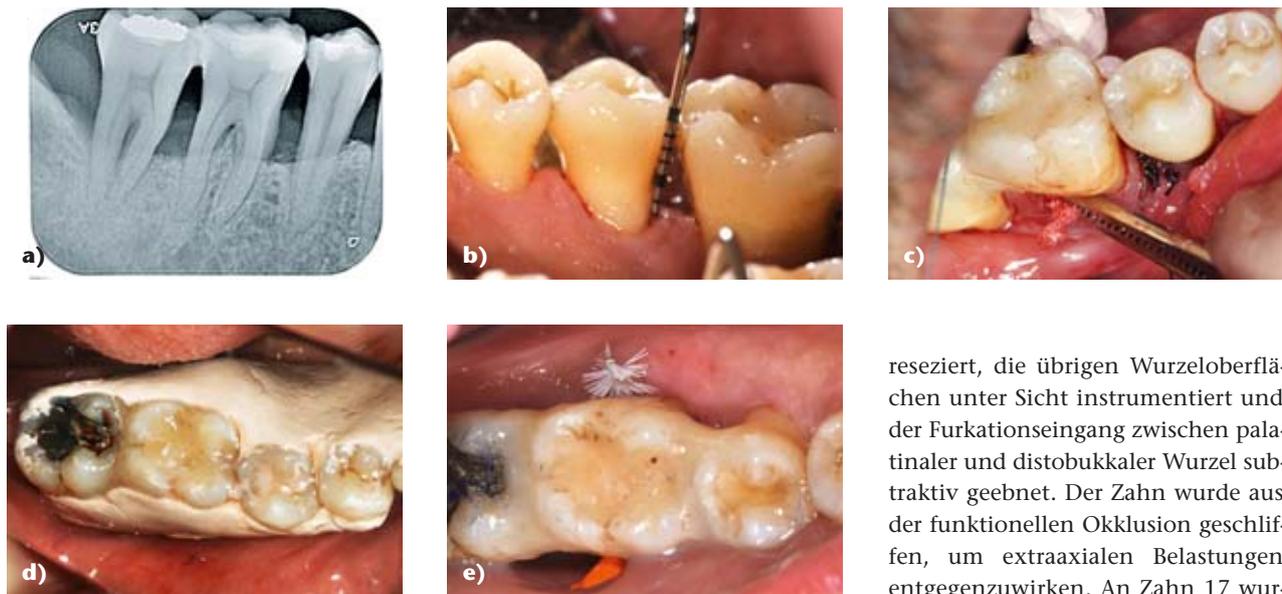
Parodontalchirurgie an den Zähnen 44 bis 47 mit Tunnelierung der Furkation des Zahns 46 (a: röntgenologische Ausgangssituation, b: präoperativ von lingual, c: tunnelierter Furkationsbereich mit Gazestreifen durchgezogen, d: Zahnfleischverband, e: 1 Woche post-operativ mit angepasstem Interdentalraumbürstchen in der Furkation)
